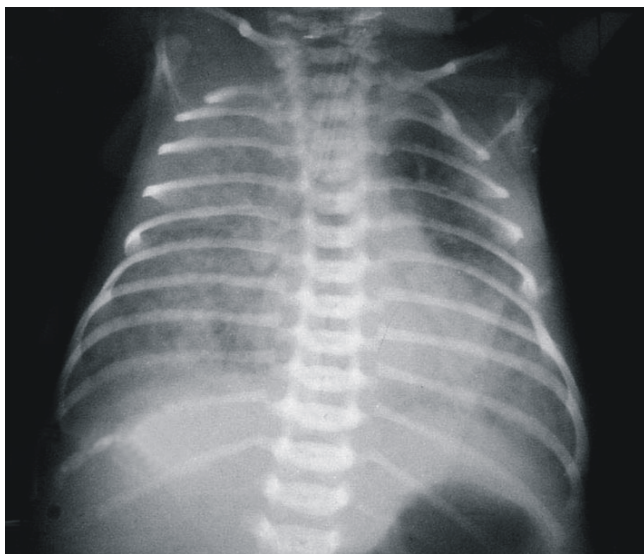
Radiografía de tórax en una vista frontal; se observa moteado micronodulillar en ambos campos pulmonares por extensas lesiones de aspiración de líquido amniótico meconial.
